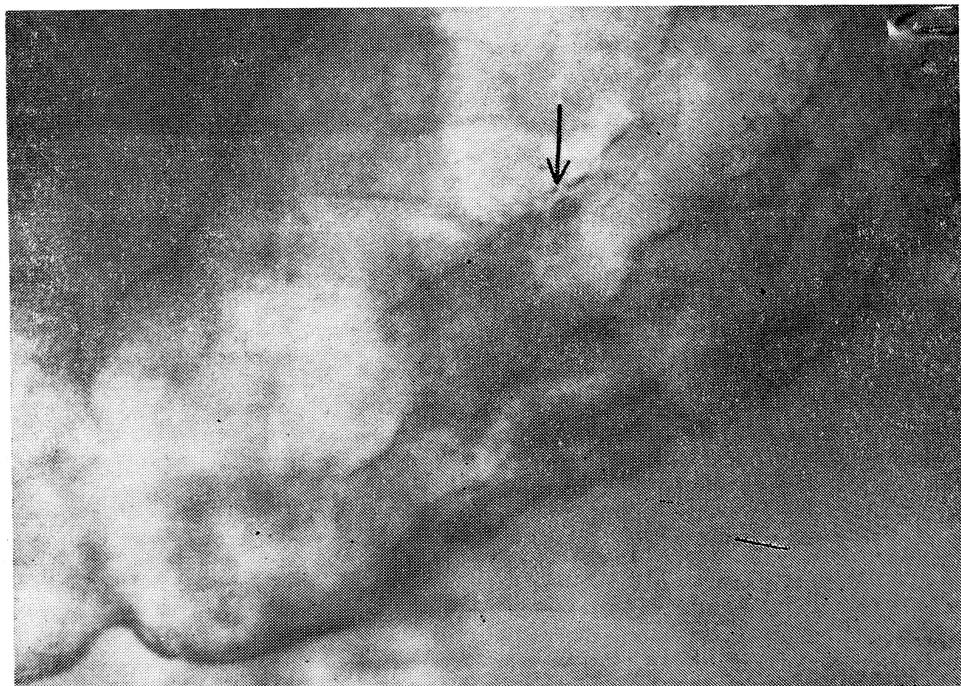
Рентгенограмма желудка больной С. Хорошо видны неполностью слаженные, отечные складки слизистой тела желудка. В нижней трети тела на задней стенке две поверхностные эрозии, симптом « пятна ».
